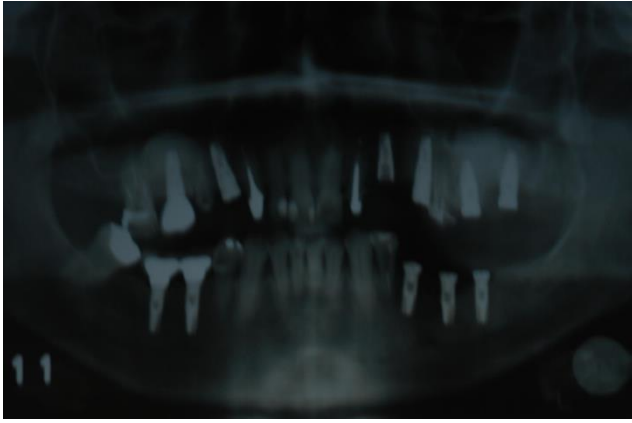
Radiografia evidenciando perda óssea.
